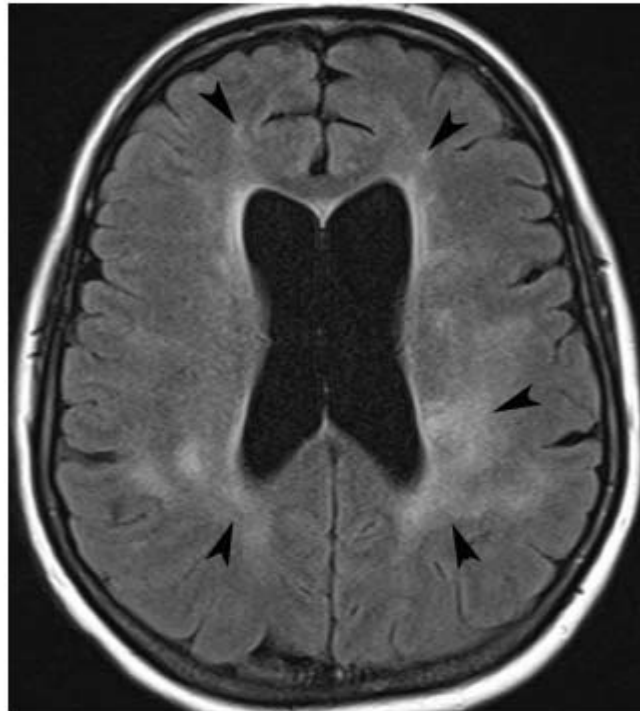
Axial FLAIR images a of parenchymal volume loss a response.
